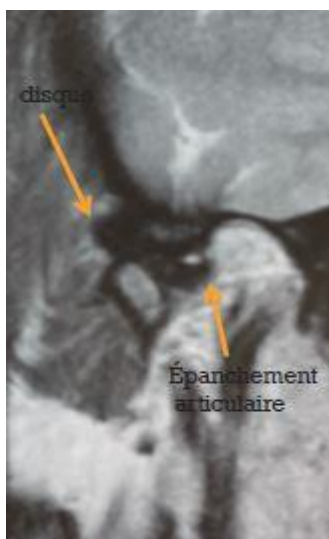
Mise en évidence de l'épanchement artériel à l'IRM [85]
